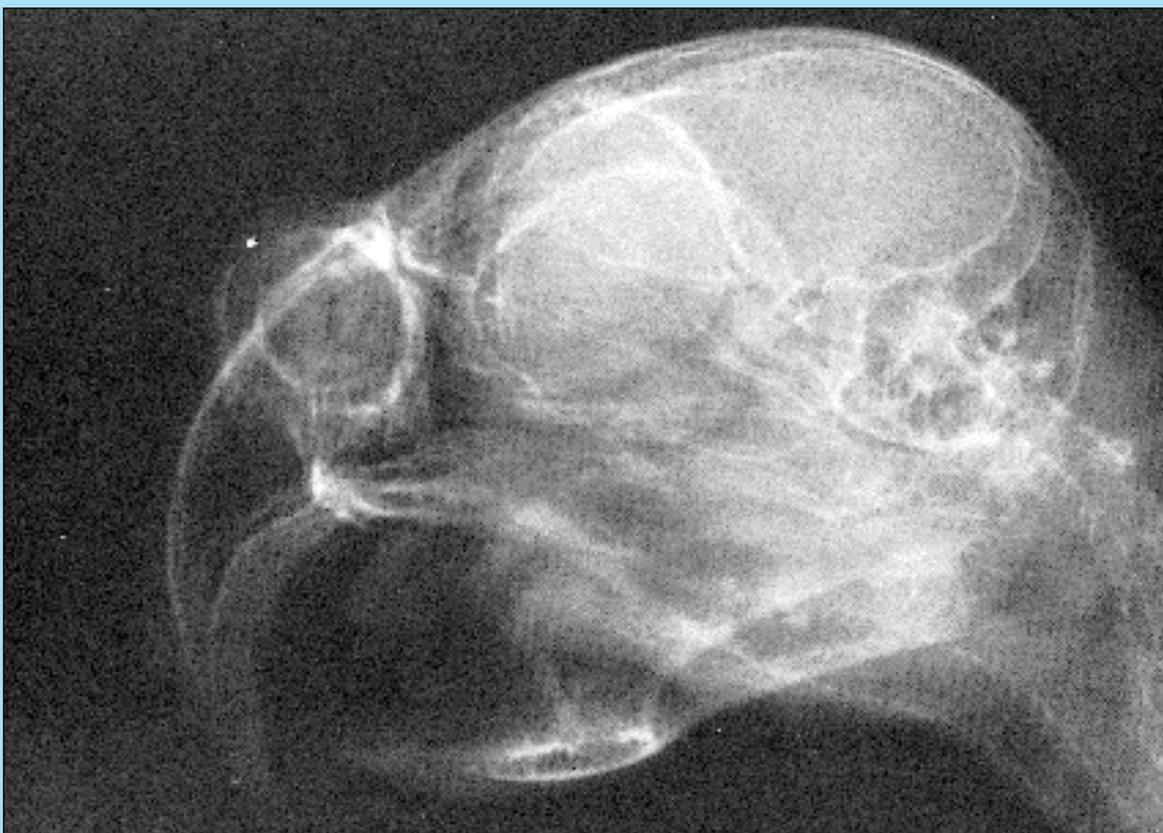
Radiografia in proiezione laterolaterale del cranio di un pappagallo del Senegal che evidenzia una mineralizzazione all'interno di una massa che interessa la narice destra. Mediante biopsia ed indagini culturali venne diagnosticata un'aspergillosi.
